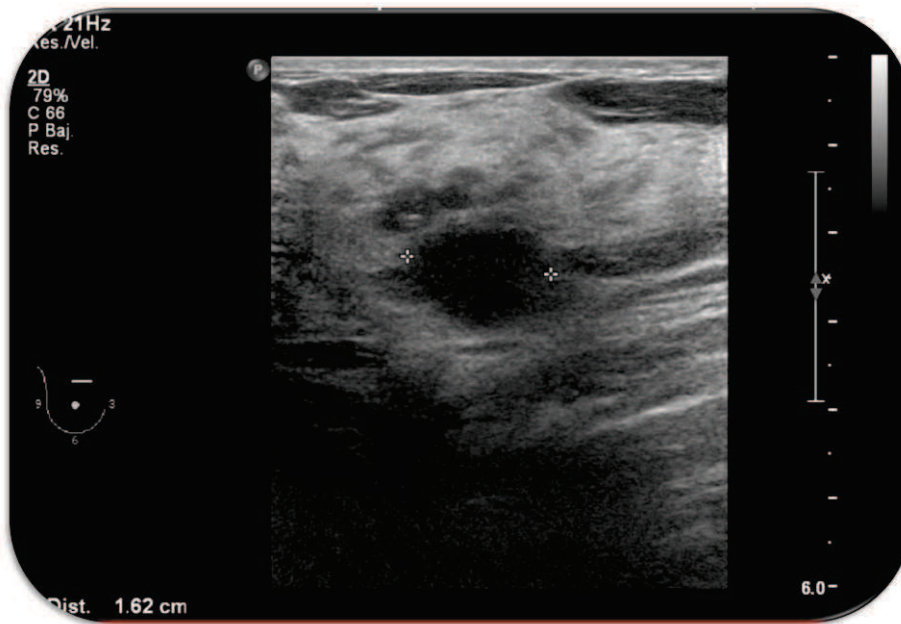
Ecografía mamaria. Nódulo mamario.
